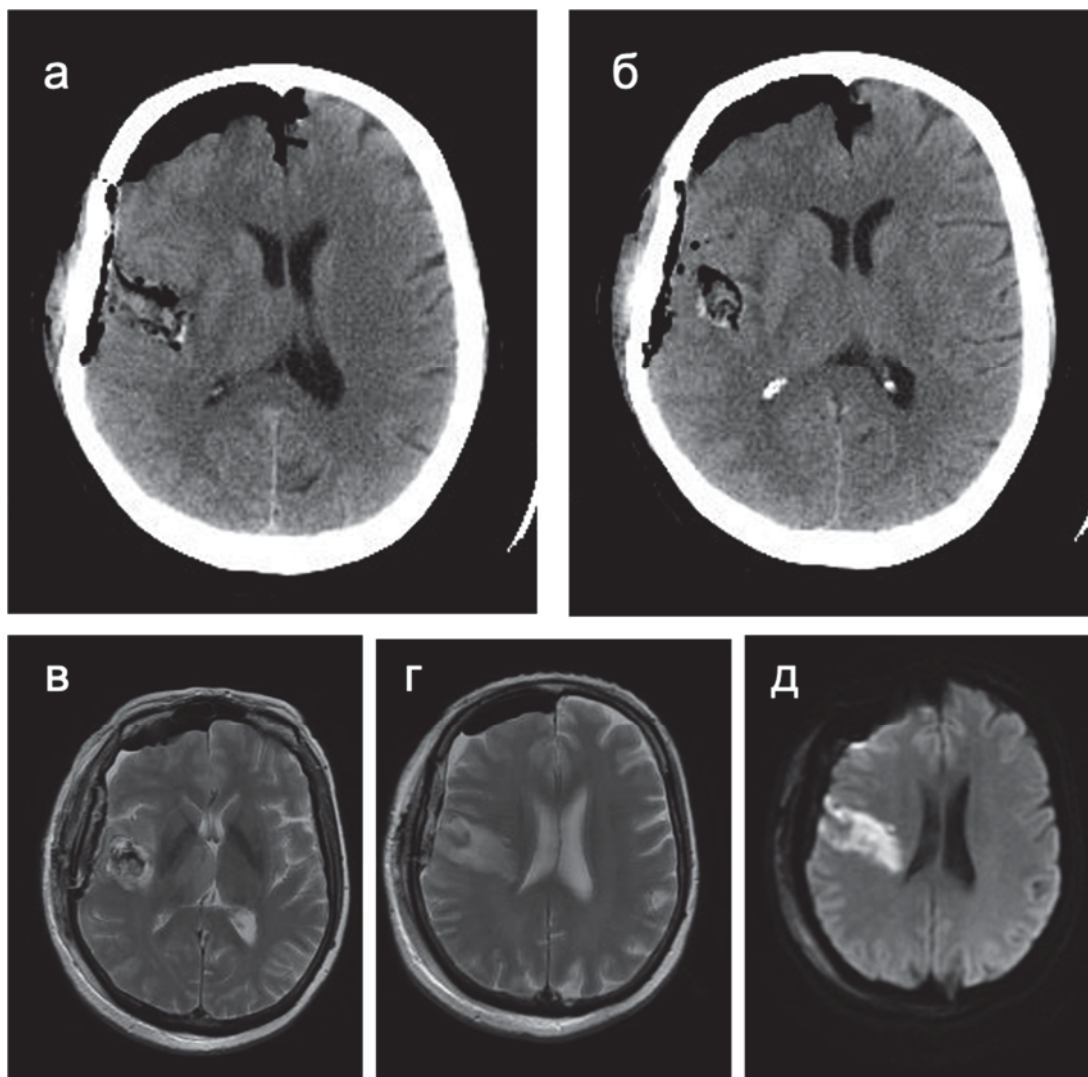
Данные СКТ и МРТ головы после операции:
